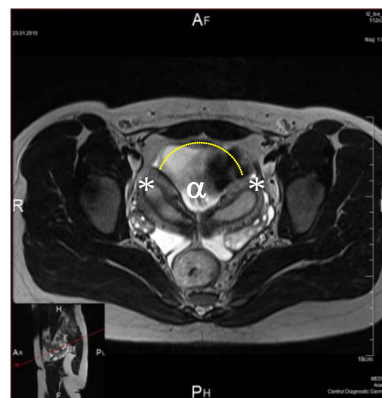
IRM (proiecție axială): uter dublu (*uterus didelphys), tip ESHRE/ESGE clasa U3C2V1
